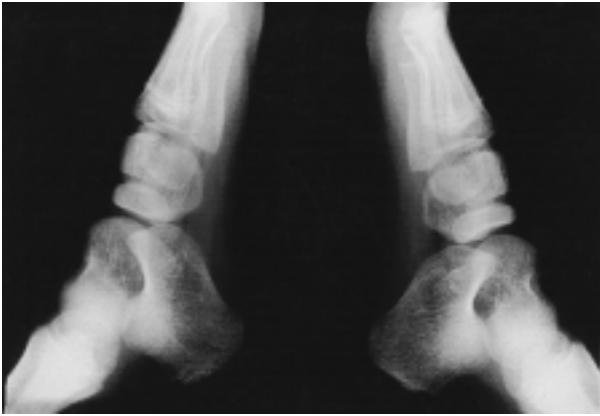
Radiograph taken two years later shows the right tarsal navicular have reconstituted with mild flattening.
